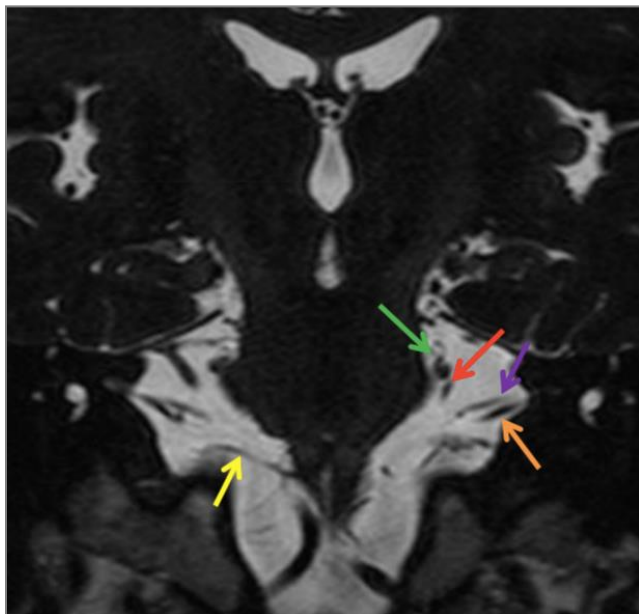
Anatomía del ángulo pontocerebeloso. Vista anatómica obtenida por RM de fosa posterior potenciada en T2 corte coronal y axial.
